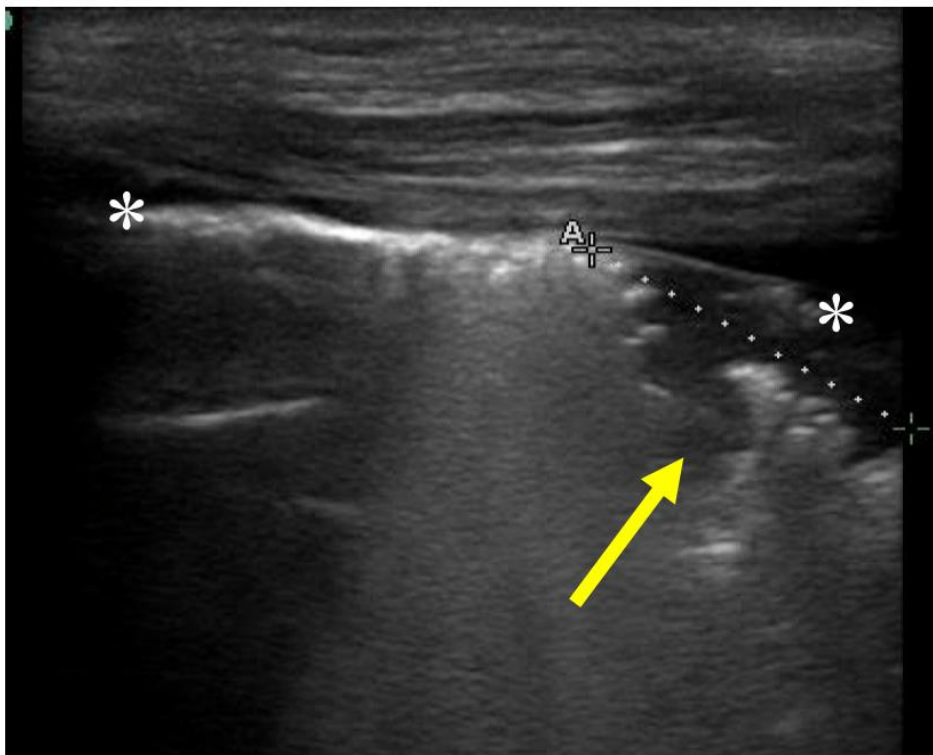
Ultrassonografia de pulmão com consolidação
